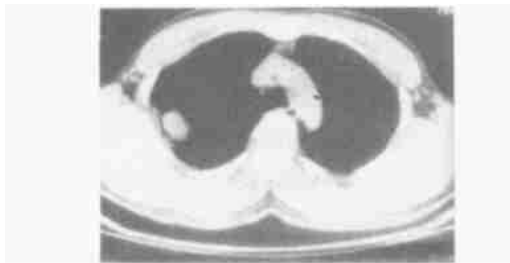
肺炎性假瘤 CT像 WW 300 HU, WL 50 HU
